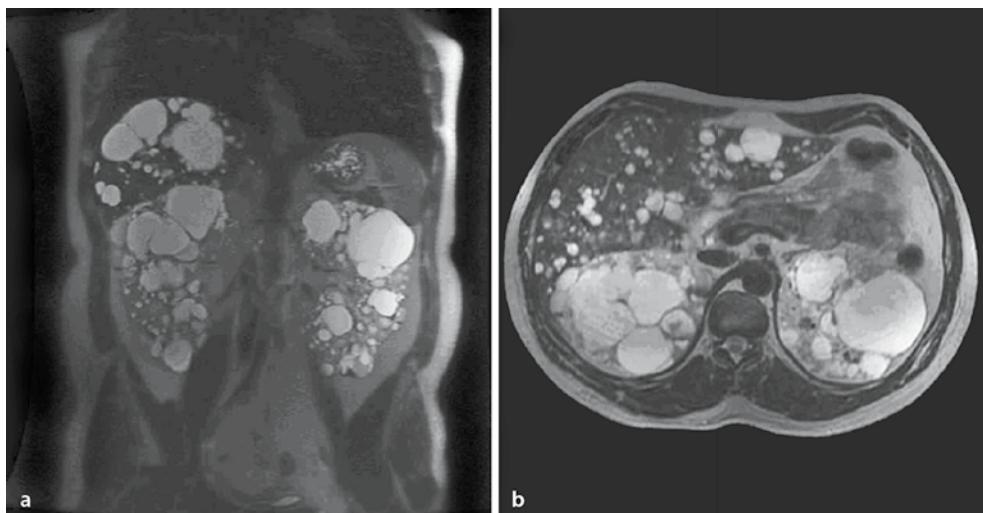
Abdominelle MRT bei einem Patienten mit ADPKD (T2-Wichtung, ohne Gadolinium). a Koronares Bild. b Transverses Bild. Prominente Zystenbildung in beiden Nieren und der Leber
